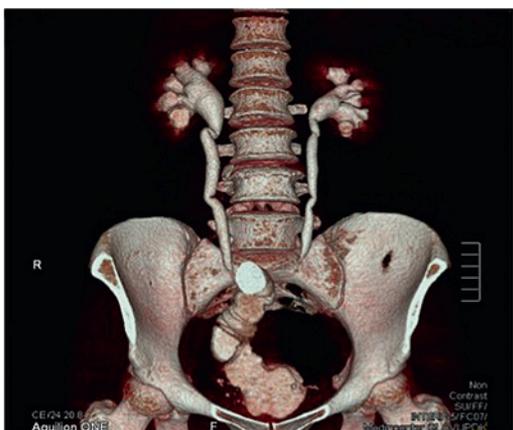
Данные МСКТ пациентки Б. 36 лет. Контрастное вещество свободно контрастирует мочеточники и поступает в резервуар
